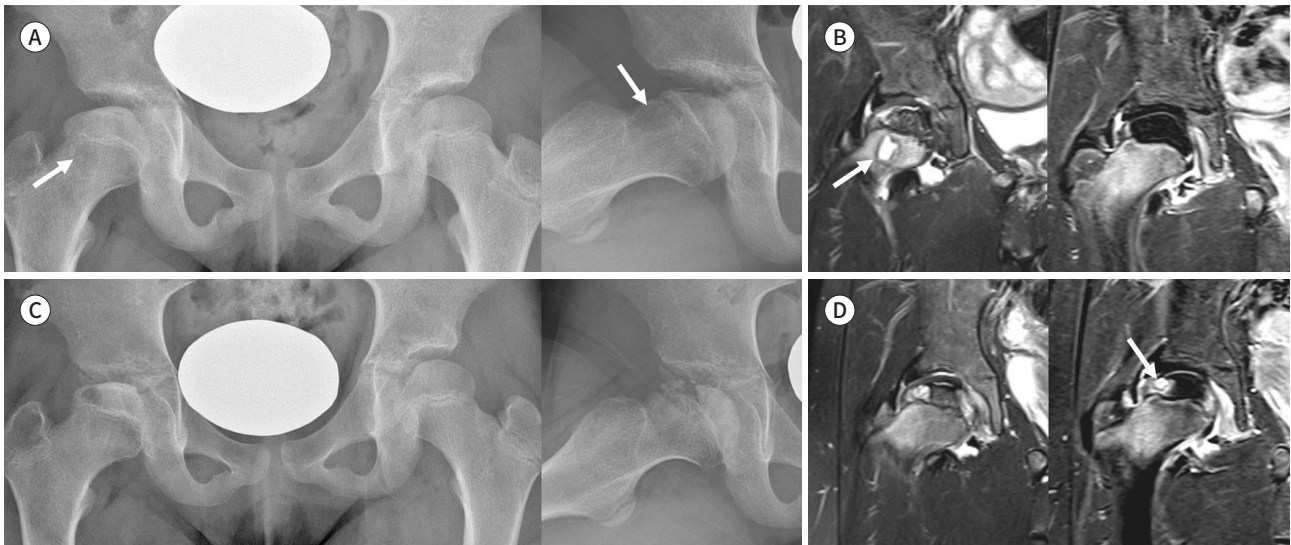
MR imaging in the avascular and fragmentation stage of Legg-Calvé-Perthes disease.
